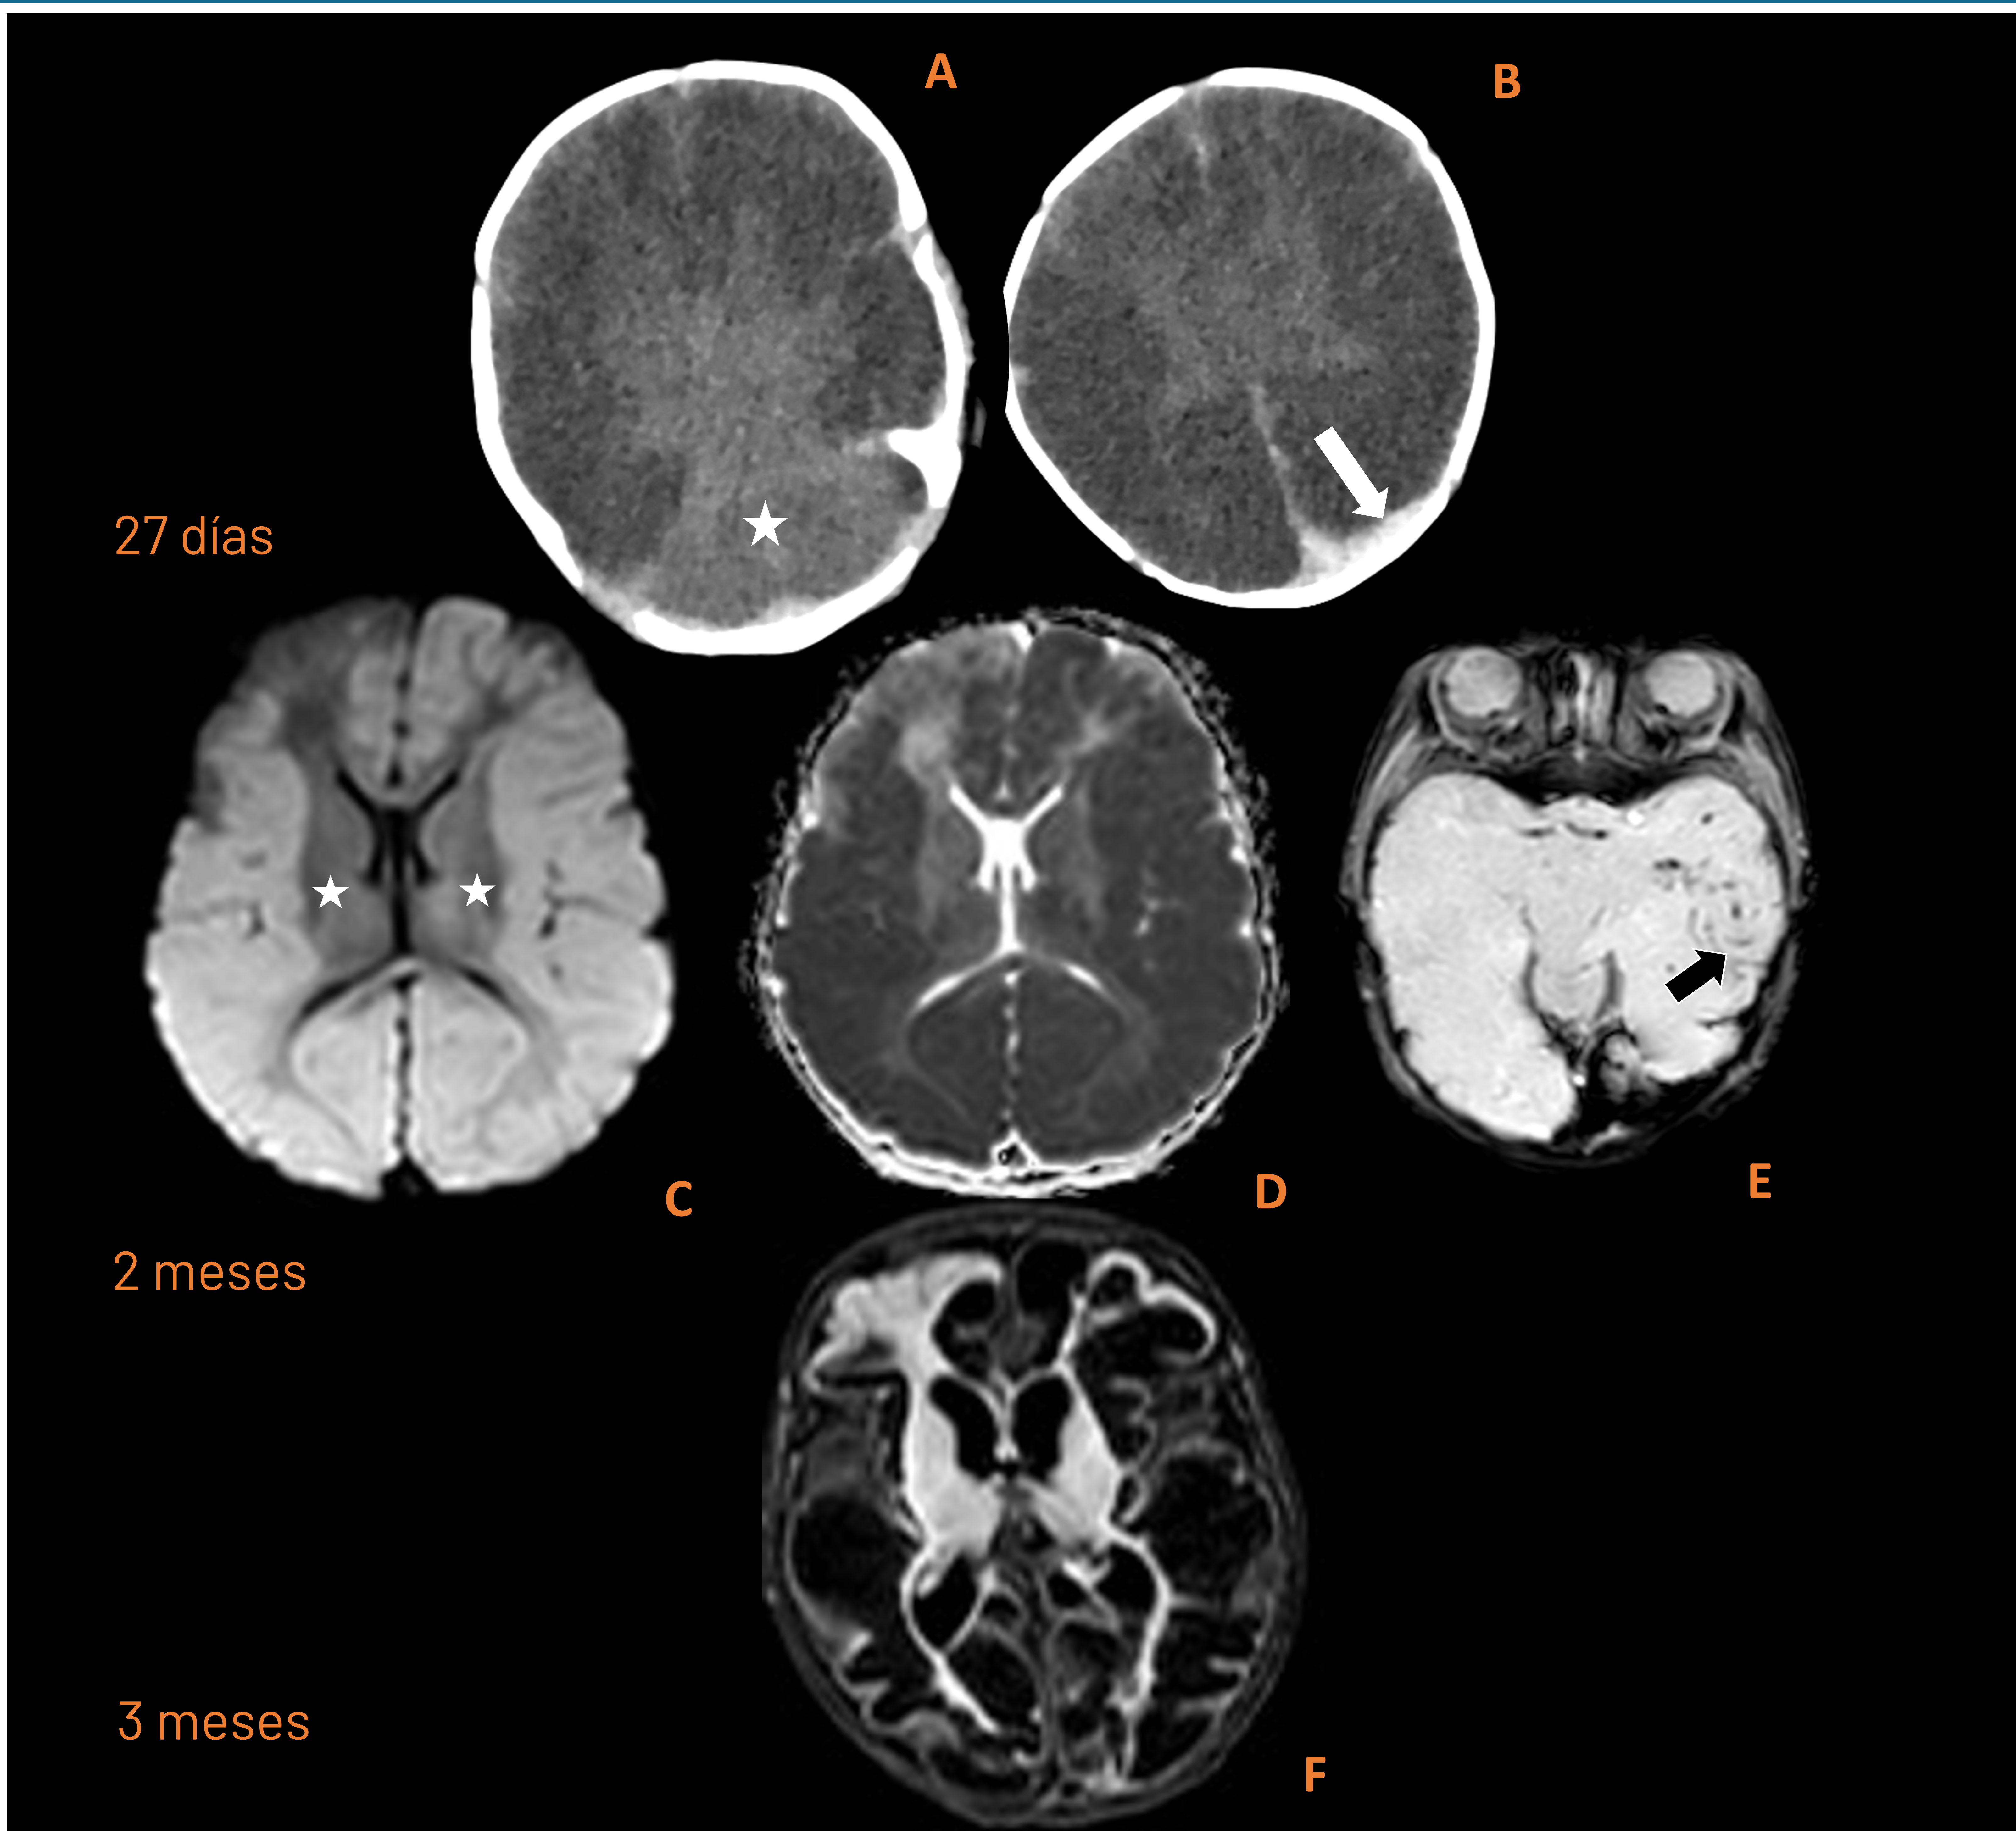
Niño con convulsiones y sospecha de maltrato infantil. En las imágenes de TC inicial se observa preservación de cerebelo (signo del cerebelo blanco, A) que corresponde a muy mal pronóstico y un hematoma subdural con extensión a la hoz (B). Las imágenes evolutivas de RM en secuencia de DWI con mapa de ADC y T2 FFE (C-E) muestran extensa afectación hemisférica cortical bilateral con respeto capsuloganglionar bilateral y frontal derecho, hemorragias puntiformes y persistencia de hematoma subdural (E, flechas). En las imágenes de RM en secuencia FLAIR a los 3 meses se observa extensa sustitución quística-encefalomalácica a EHI evolucionada, con preservación gangliobasal y talámica.
